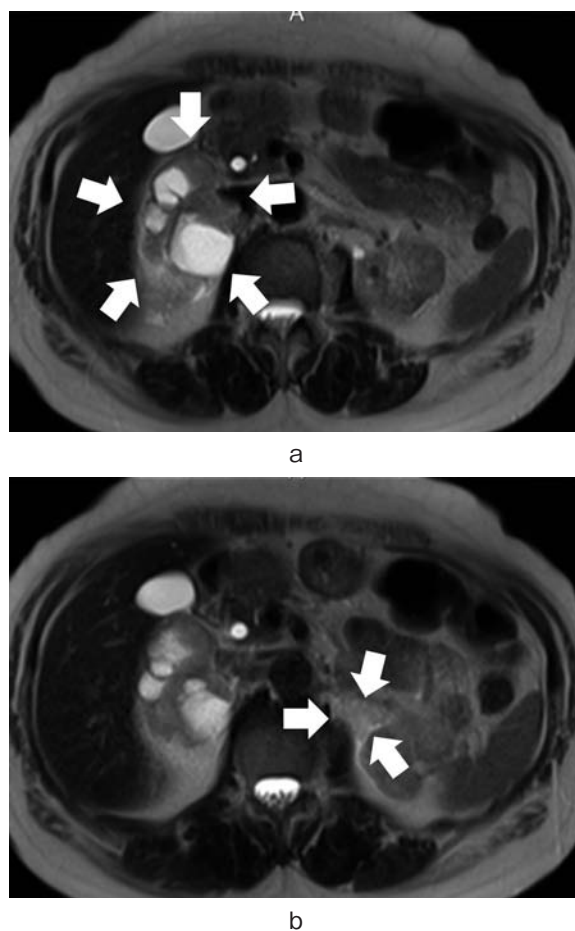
MRI T2WI showed masses in the adrenal area (a: right, b: left). Right adrenal tumor has plural high intensity areas.
